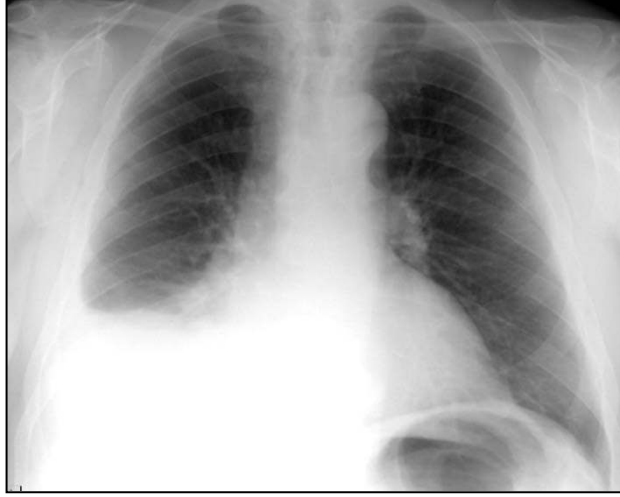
PA radyografisinde sağ lateral kostofrenik sinüsün kapalı olduğu ok ile gösterilmiştir (40).
